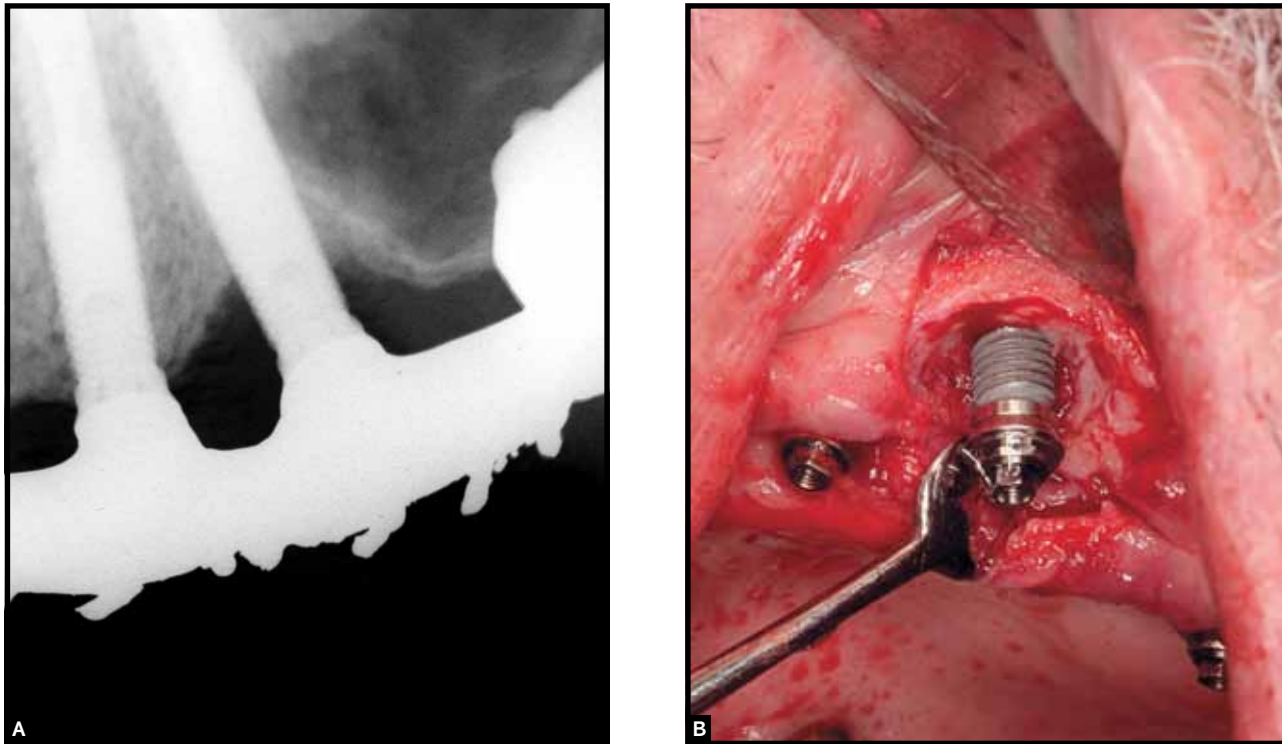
Radiografia periapical de implante com peri-implantite (A) e perda óssea detectada durante acesso cirúrgico (B).
